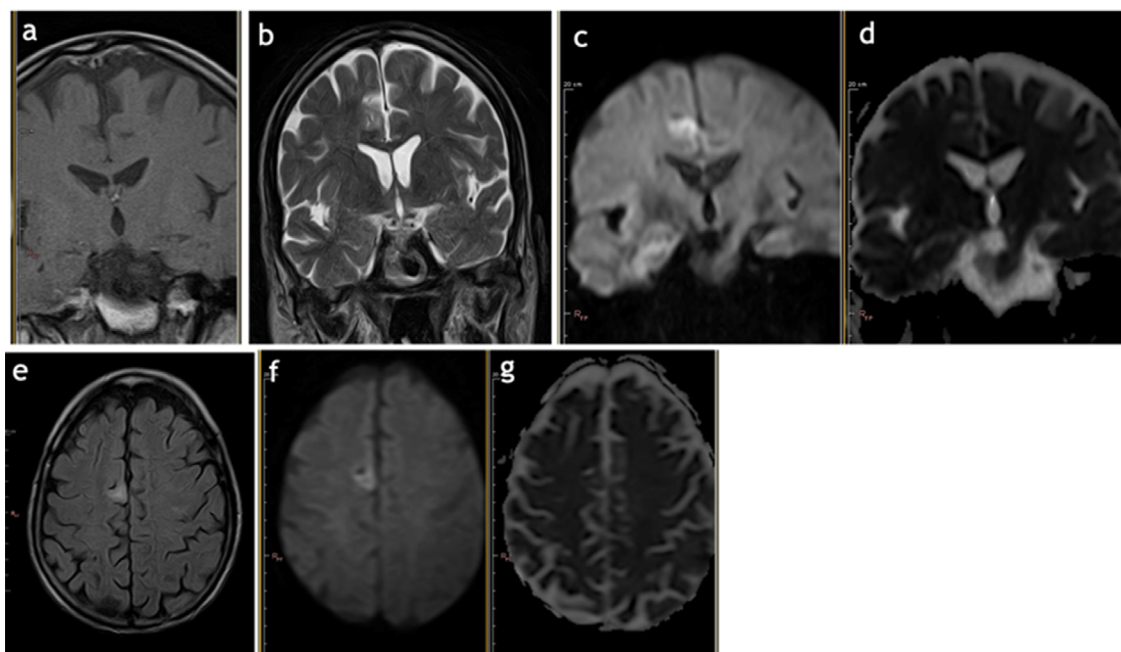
Angio-RM CE: cortes coronales en T1, T2, DWI, ADC (a, b, c, d respectivamente) y cortes axiales en FLAIR, DWI, ADC (e, f, g respectivamente); lesión córtico-subcortical frontal medial derecha con restricción a la difusión que confirma un infarto cerebral reciente en la arteria cerebral anterior derecha.
